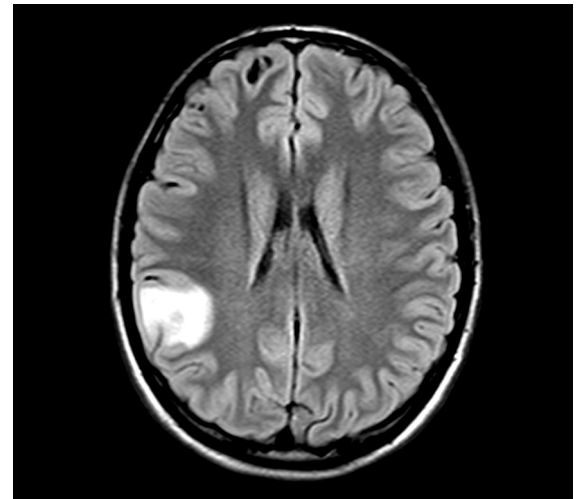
Las secuencias FLAIR en el mismo paciente demuestran mejor el edema perilesional.
